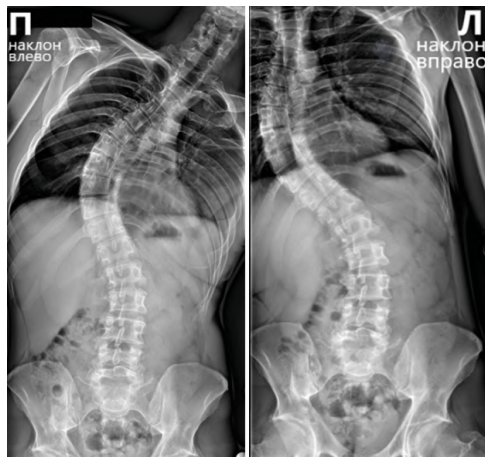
Рентгенограмма поясничного отдела позвоночника.
